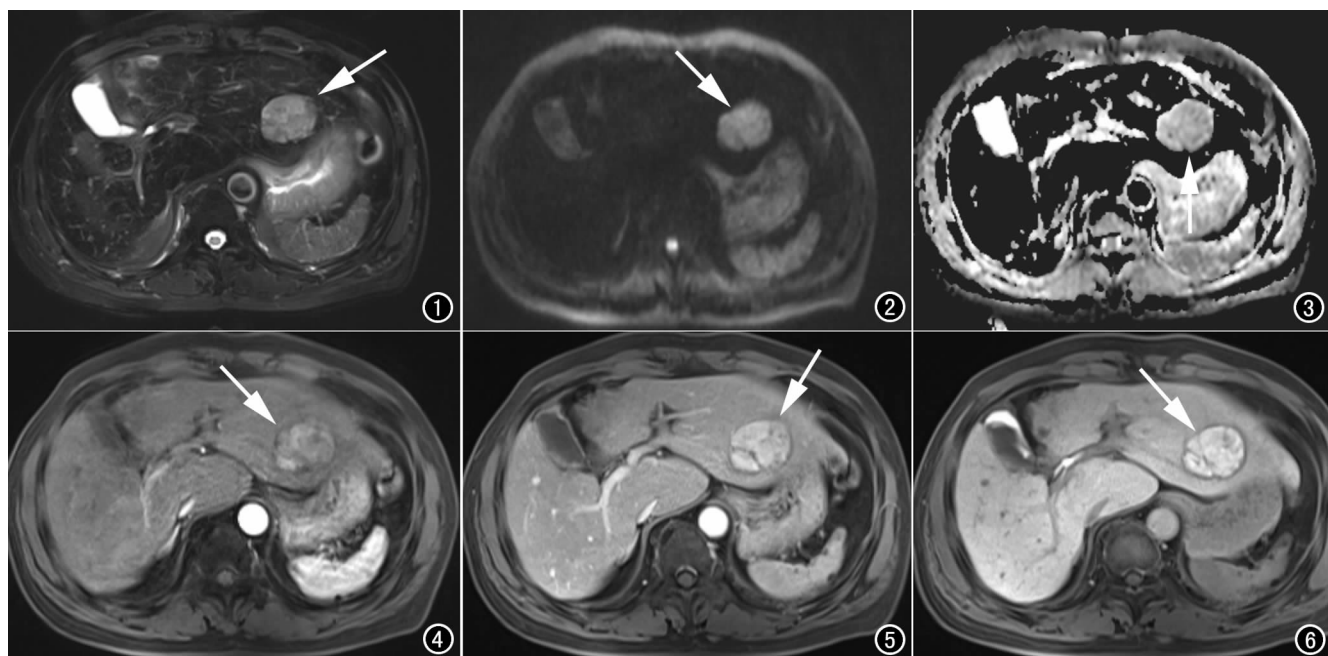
平扫病灶 T₂WI 压脂相肝左叶病灶呈不均匀高信号(箭)。 图 2 病灶示 DWI 为稍高信号(箭)。 图 3 病灶示 ADC 图为高信号(箭)。 图 4 MRI 普通增强动脉期病灶呈轻度强化(箭)。 图 5 MRI 普通增强门脉期病灶明显强化, 内部见索条状低信号(箭)。 图 6 肝胆特异期病灶明显高信号, 其内多发低信号分隔, 包膜呈弱强化(箭)。
